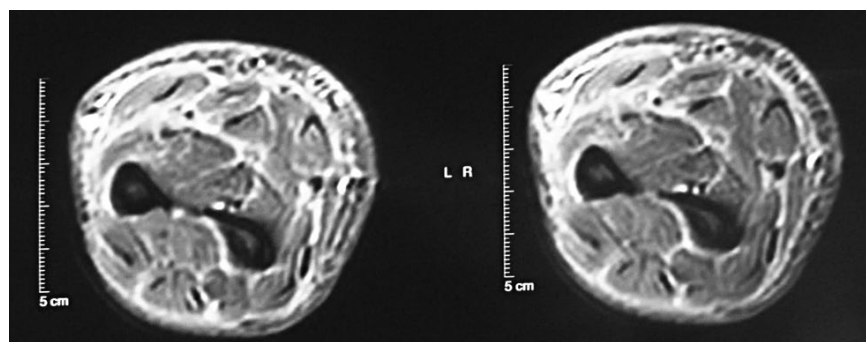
Ressonância Magnética do antebraço direito evidenciando aumento da intensidade em T2 da fásia.
